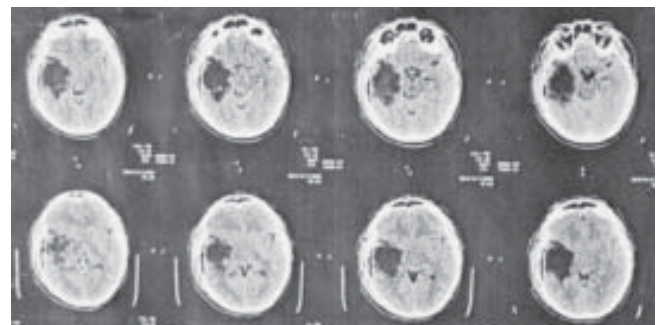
КТ на сьомий день після операції
